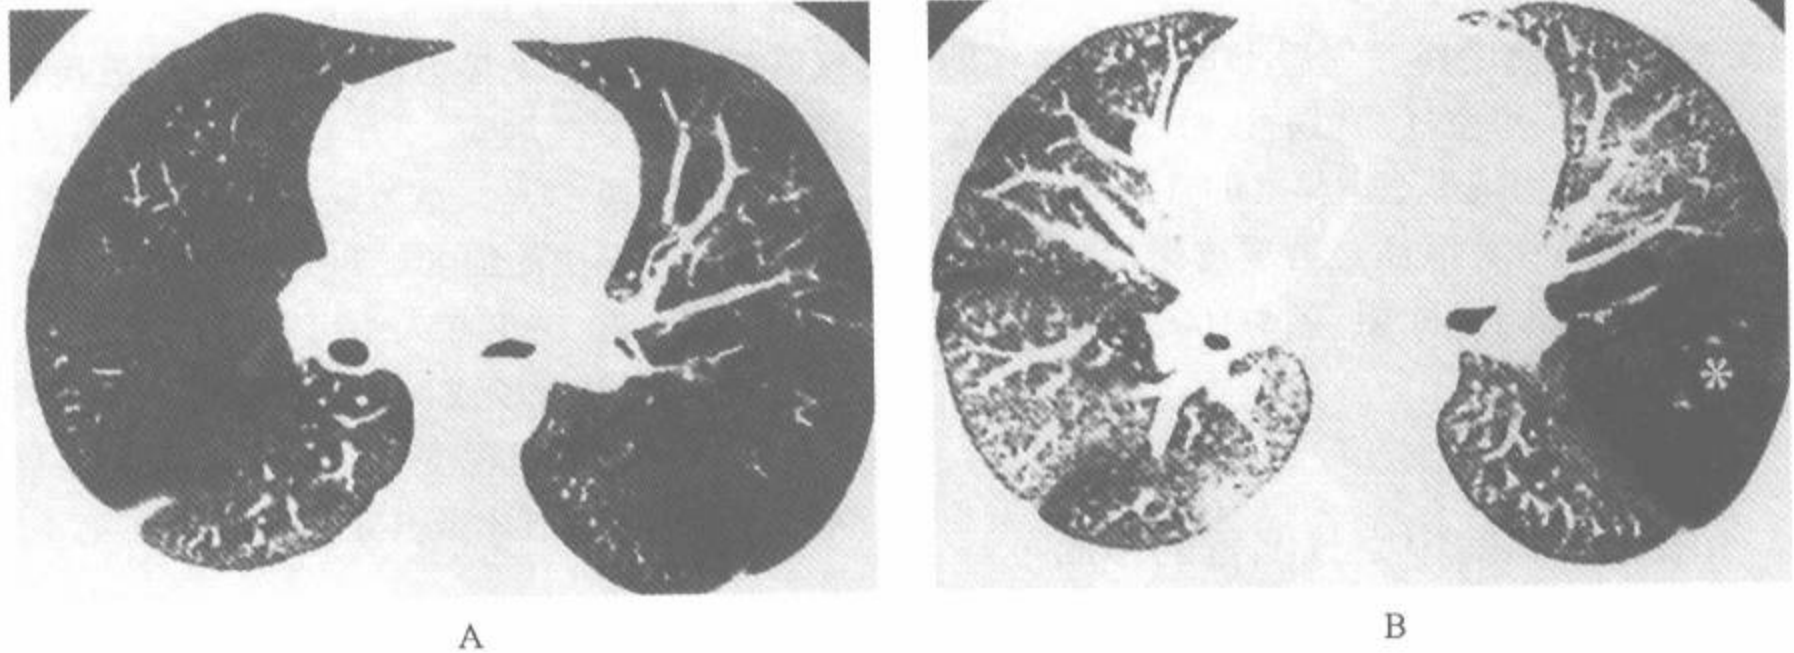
感染后阻塞性细支气管炎病例中的动态性吸气(A)及呼气(B) HRCT
